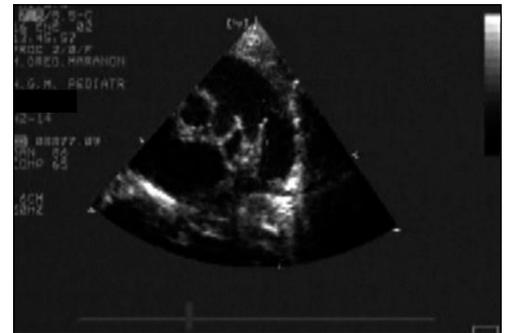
Ecocardiografía bidimensional, en posición parasternal, de un ductus arterioso (DA) permeable. Imagen de "3 patas".
